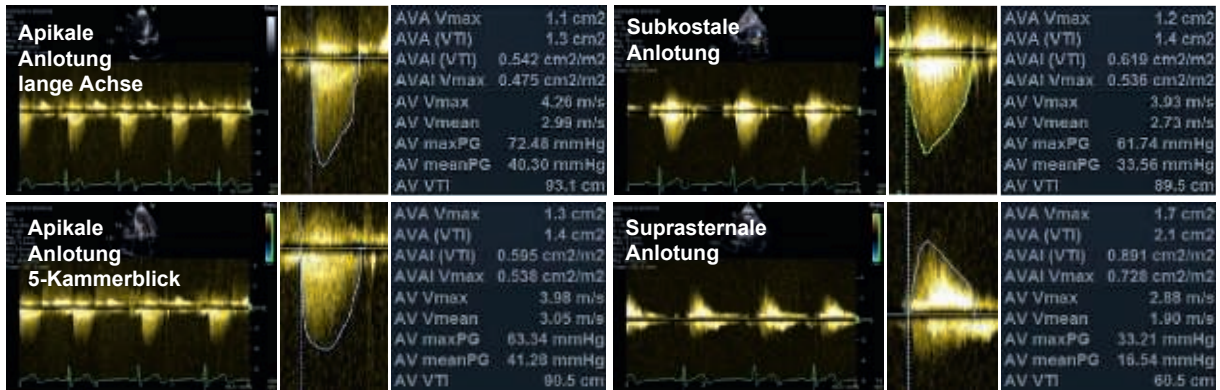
Fehlermöglichkeit bei Anwendung der Kontinuitätsgleichung. Die höchste transversuläre Blutflussgeschwindigkeit wurde in der apikalen langen Achse (oben links) abgeleitet. Bei inkorrekt er Anlotung können sich durch zu niedrig bestimmte V_{max} bei der Berechnung der effektiven KÖF nach der Kontinuitätsgleichung anstelle des korrekten Werts von $1,1 \text{ cm}^2$ höhere Werte zwischen $1,3$ und $1,7 \text{ cm}^2$ ergeben. Schräganlotungen des transversulären Flusses mit ungünstigem Doppler-Winkel führen daher zur Unterschätzung des Schweregrads einer AS.
